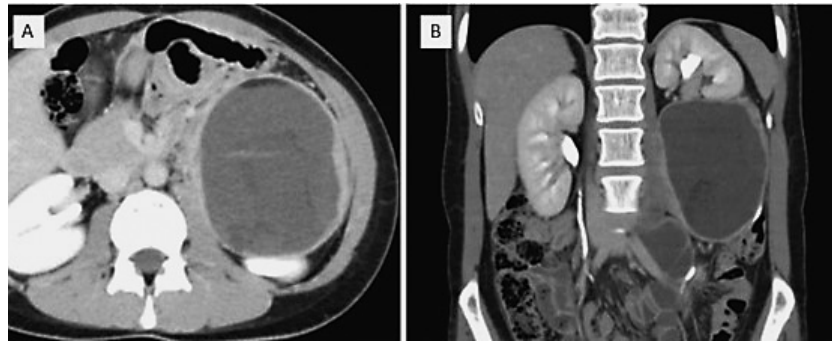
Contrast-enhanced CT scan shows a polycystic mass with a diameter of $11 \times 10 \times 8$ cm. A: The left kidney is dorsally pushed by the tumor on horizontal cut. B: The left kidney is pushed in the cephalad direction by the tumor on coronal section.
